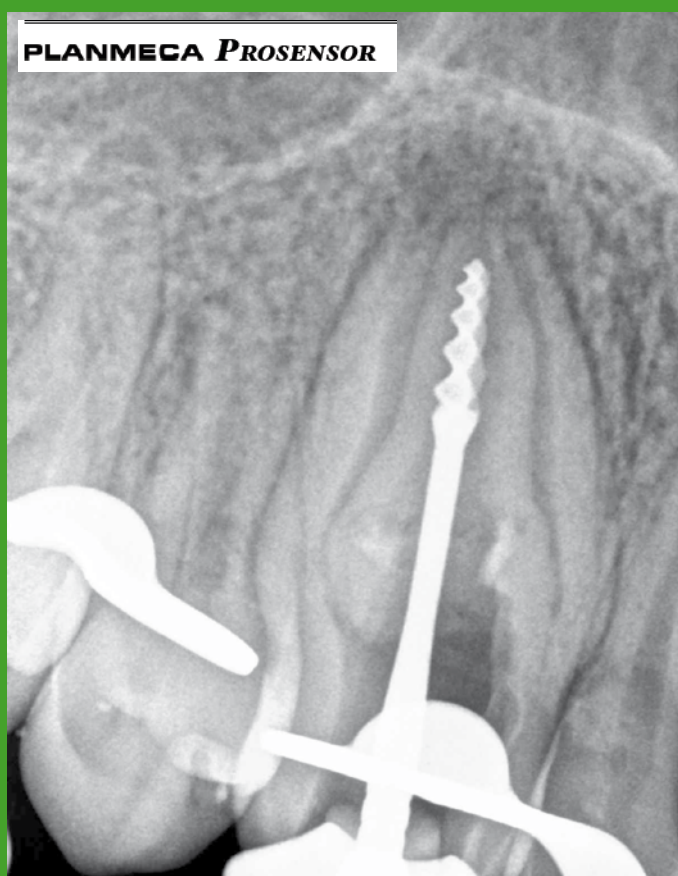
Radiografía de conductometría.
